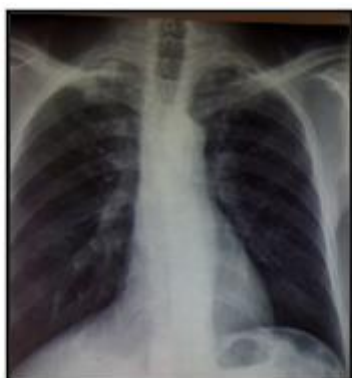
radiographie thoracique de face montrant un nodule apical droit retro claviculaire
